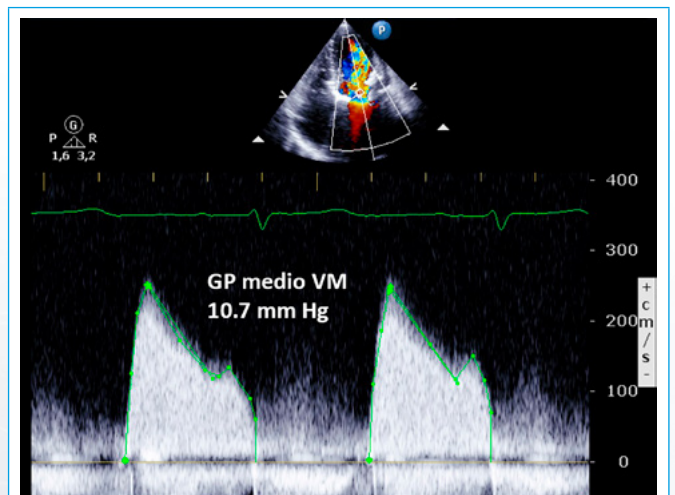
Doppler continuo a nivel de la válvula mitral, demostrándose una estenosis valvular mitral de grado moderado (área por THP 1,6 cm², gradiente medio 11 mmHg)
